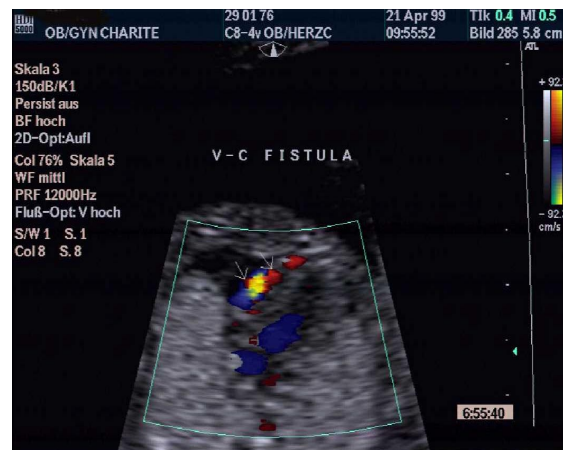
Ventrikulokoronare Kommunikation zwischen dem rechten Ventrikel und der rechten Koronararterie, 14. SSW. Farbdoppler-Ultraschall. V-C-Fistula- ventrikulokoronare Fistel
